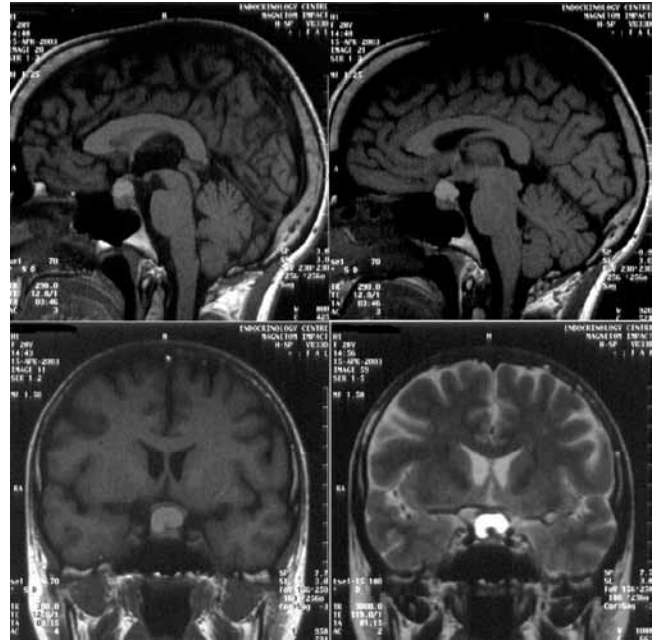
МР-томограммы головного мозга больной Ш., 1975 г. р. Объяснение в тексте.
